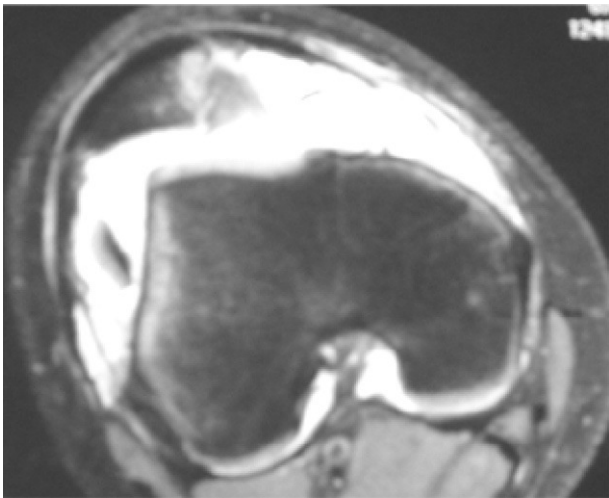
Imagen de resonancia magnética de la rodilla, corte transversal. Fractura osteocondral de la faceta medial rotuliana con dos fragmentos libres, foco de contusión ósea con fractura por impactación en el margen del cóndilo femoral externo, lesión del alerón interno y del ligamento patelofemoral.
